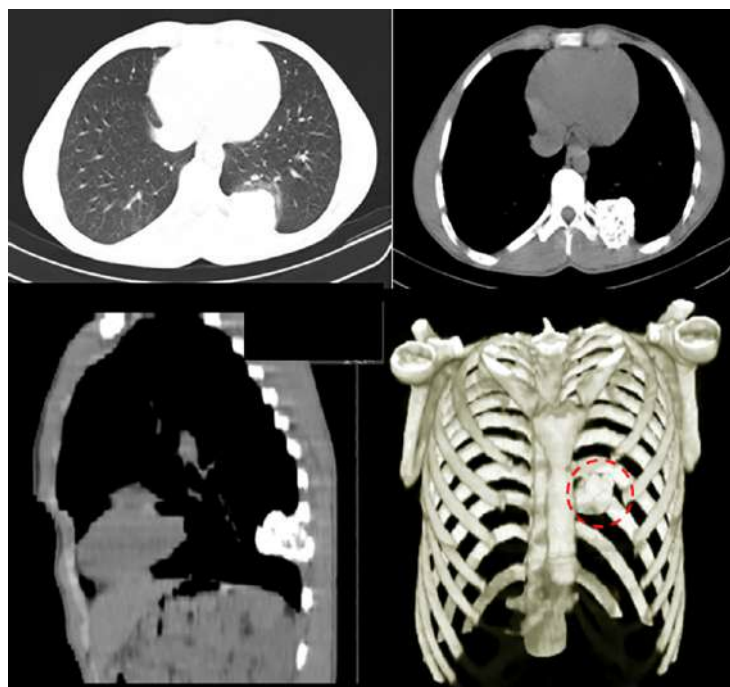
Tomografía de tórax multidelector corte axial y reconstrucción 3D: lesión única ocupante de espacio afectando décimo (10°) arco costal posterior izquierdo expansiva, porción central hipodensa de comportamiento osteolítico, con remodelación, adelgazamiento y expansión de la cortical (Círculo punteado).
